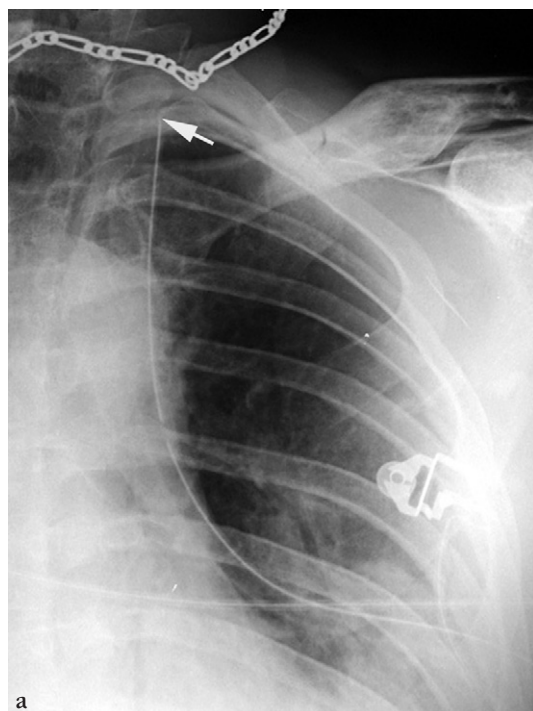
(a) Radiographie thoracique de face.
